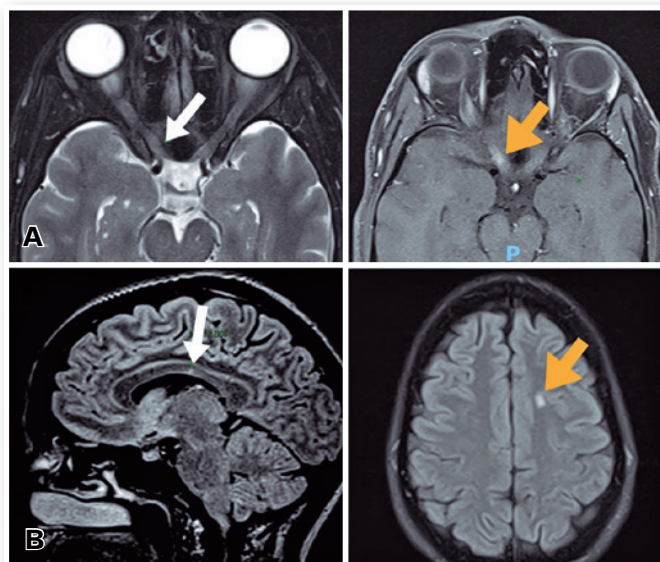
Na imagem A, observamos hipersinal em T2 nas porções retro-orbitárias e pré-quiasmáticas do nervo óptico à direita (A, seta branca), associada a realce pelo meio de contraste paramagnético na sequência T1-Gad (A, seta amarela). Na imagem B observamos hipersinal na sequência FLAIR na junção calososseptal (B, seta branca) e substância branca justacortical (B, seta amarela). A presença de lesões características supratentórias já configuram disseminação no espaço e tornam diagnóstico de esclerose múltipla mais provável para o caso.
